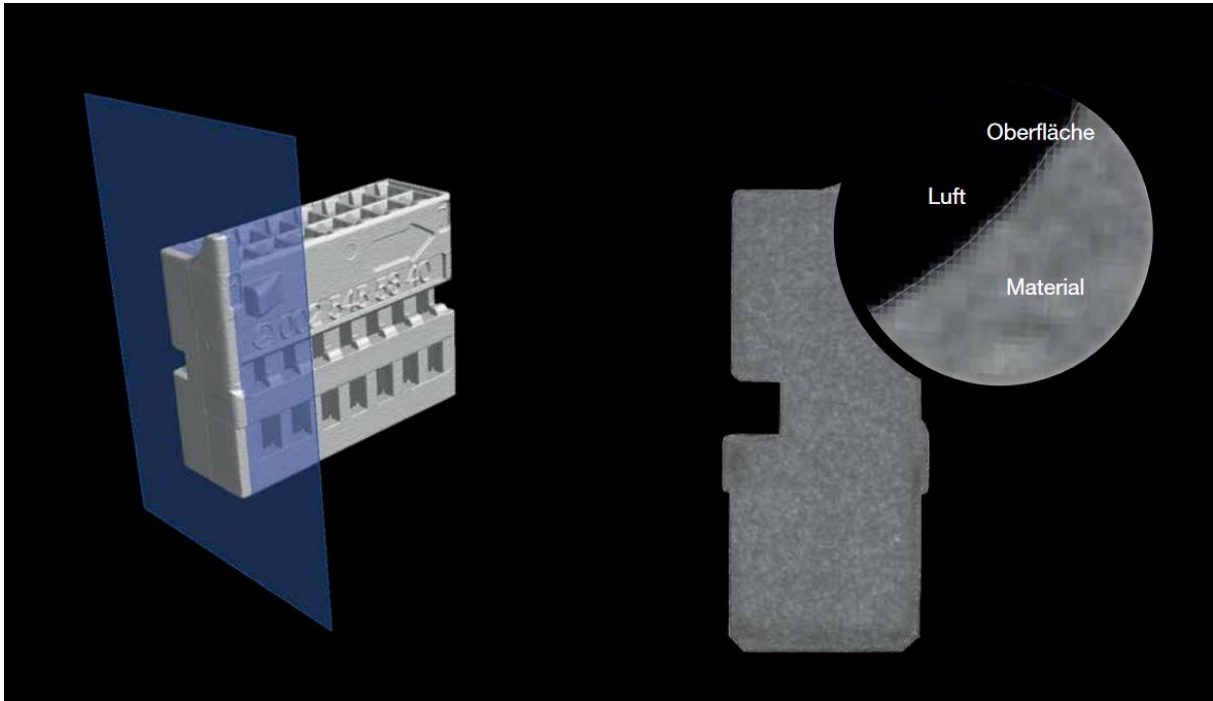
Darstellung der Materialgrenze eines CT Datensatzes
